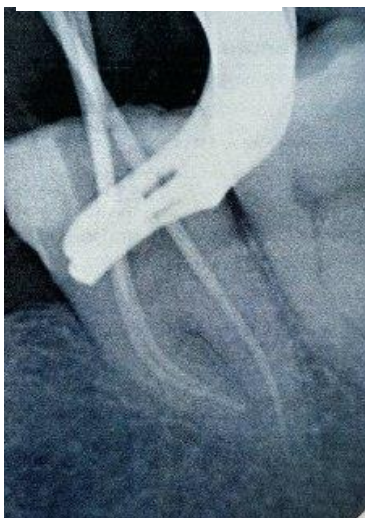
La radiografia intraoperatoria conferma la scelta corretta dei coni di gutta-perca.
